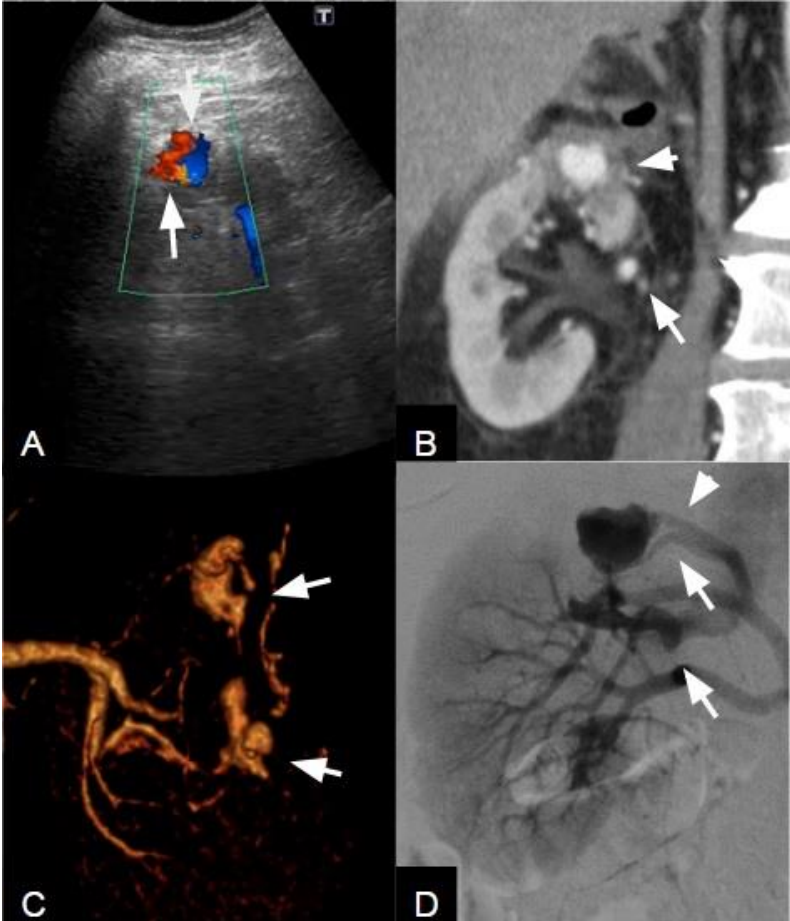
Resumen: Signos imagenológicos de pseudoaneurisma. A) Ecografía doppler color: Donde se evidencia el signo del Ying-Yang, indicador de flujo turbulento (flechas); B) TCMD en fase corticomedular: Focos de realce nodular con similar densidad que las arterias (flechas); C) TCMD Reconstrucción tridimensional: Formaciones saculares dependientes de las arterias (flechas) D) Angiografía renal selectiva: donde se evidencian dos pseudoaneurismas (flechas) y su relación con la arteria aferente (cabeza de flecha).
